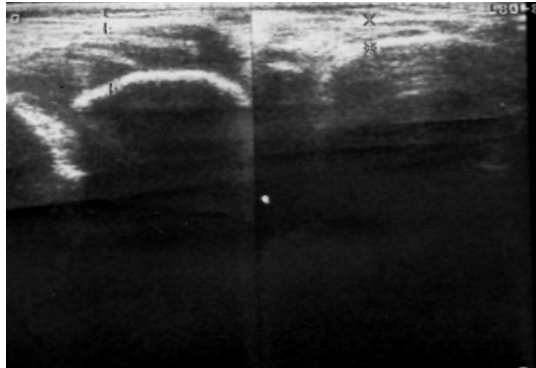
Ultrasonido de partes blandas comparativo de la región mandibular; se observa aumento de los planos musculares superficiales y engrosamiento de la cortical ósea.
